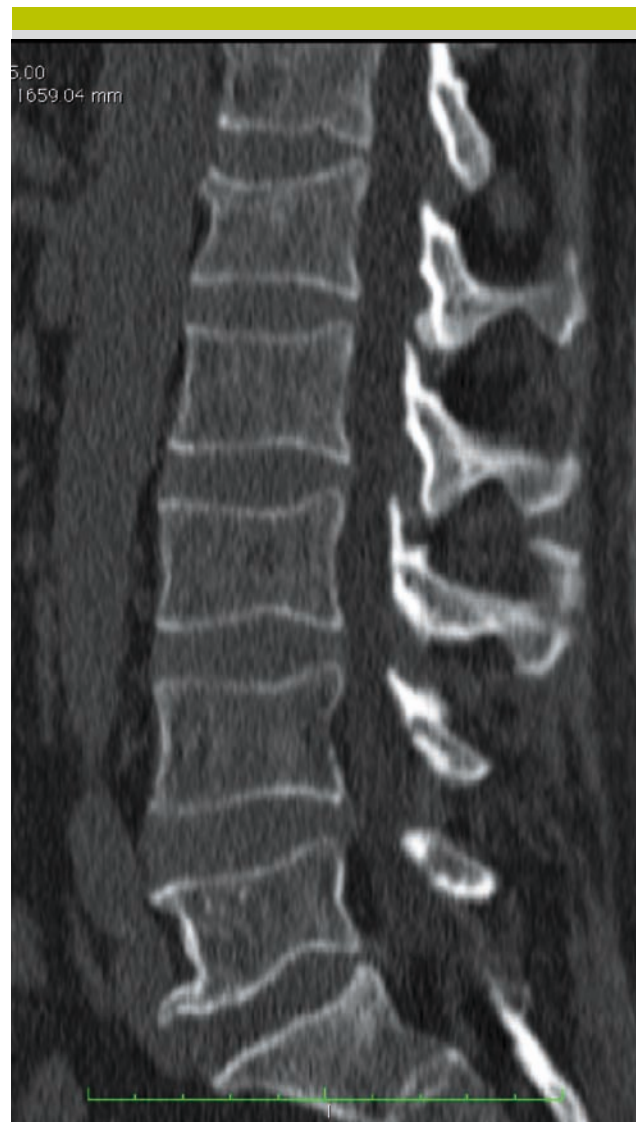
Reconstruction sagittale d'un CT-scan d'une fracture typique en compression du plateau supérieur de L1 avec discrète cunéiformisation (cyphose) chez un patient de 49 ans suite à un accident de scooter
